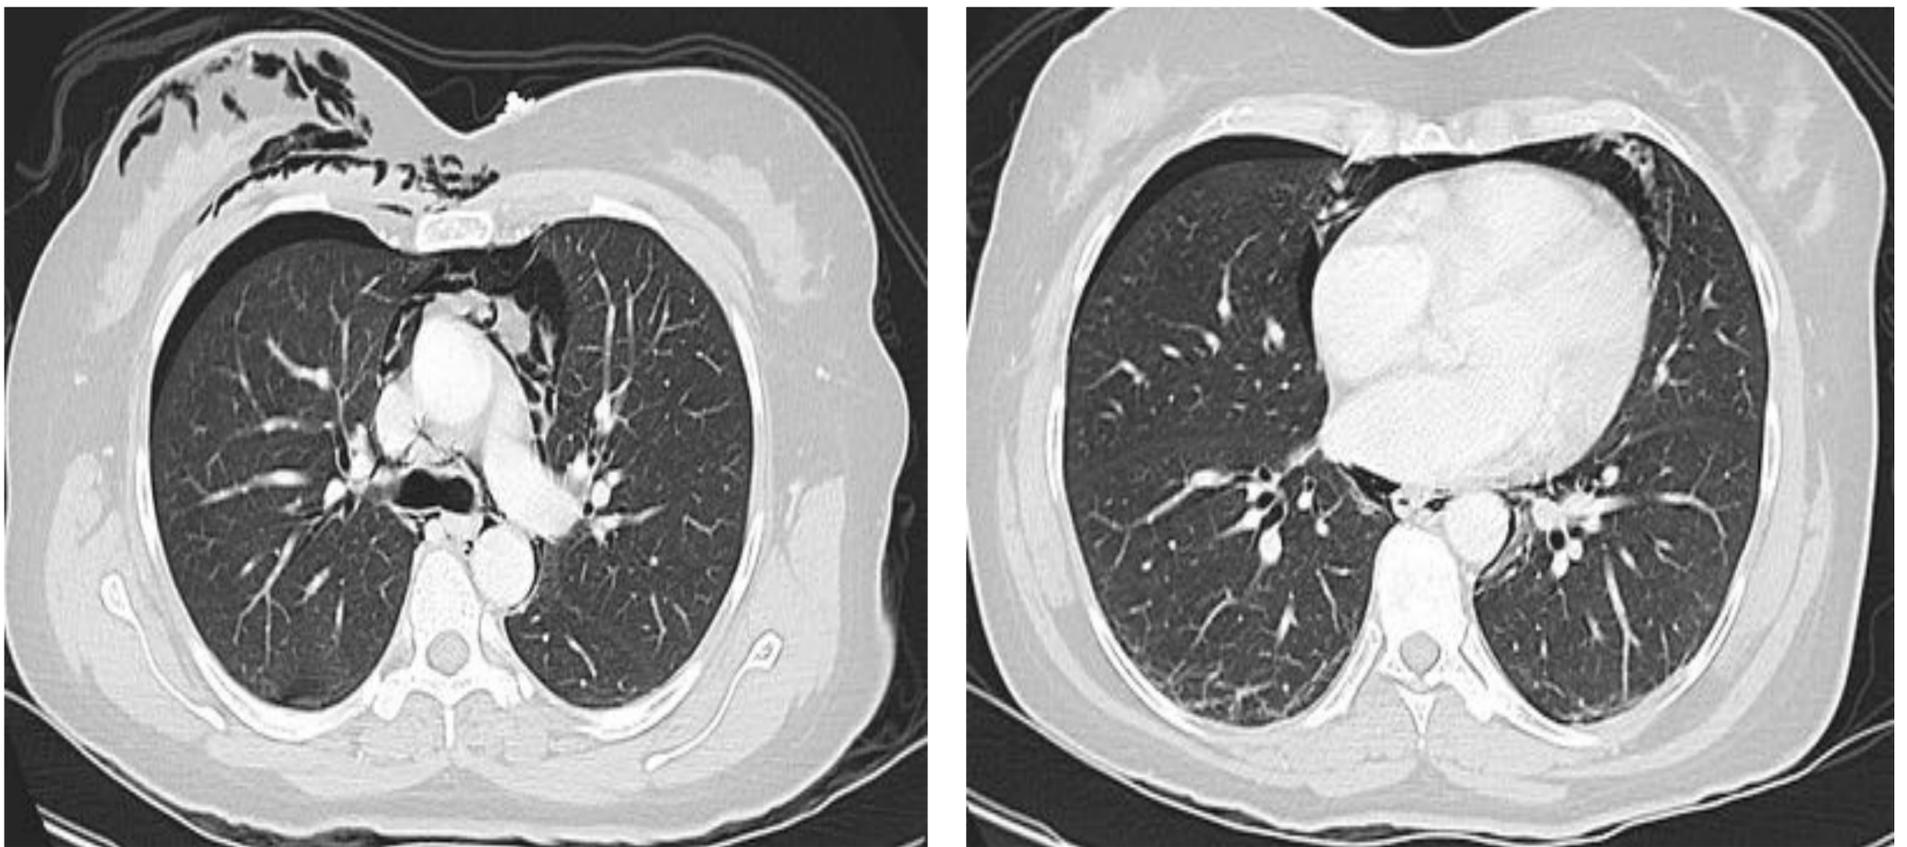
Planos axiales con ventana de pulmón, TC torácico con CIV.
